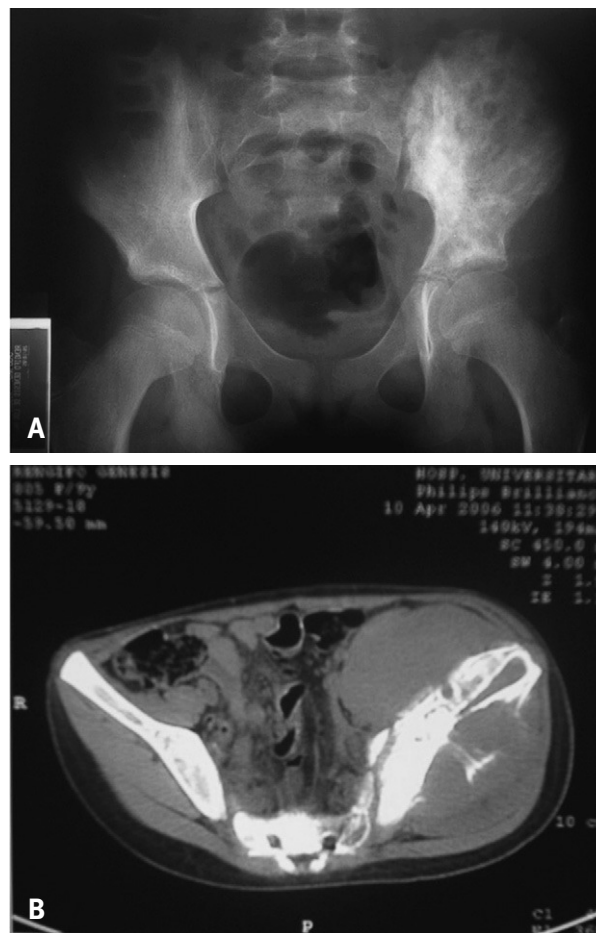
Imágenes de pelvis ósea del caso 1. A: radiografía simple de pelvis que muestra esclerosis y lesiones líticas en el hueso ilíaco izquierdo. B: tomografía de pelvis ósea que muestra tumoración que rodea el hueso ilíaco, lesiones osteolíticas y periostitis.
